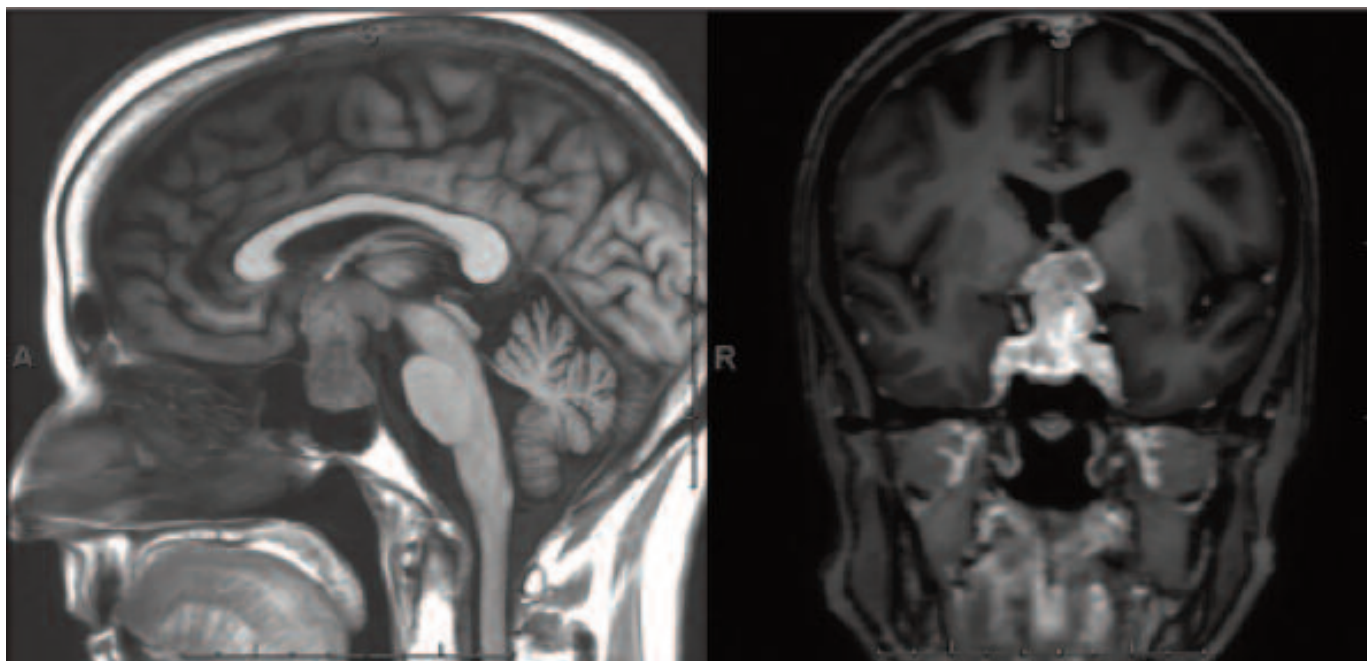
При МРТ-сканировании на T1-взвешенном изображении изоинтенсивная T1 макроаденома гипофиза с супраселлярным ростом размерами 3,8 × 2,3 × 2,2 см с расширением турецкого седла и отсутствием нормального заднего отдела до и после введения контраста.
